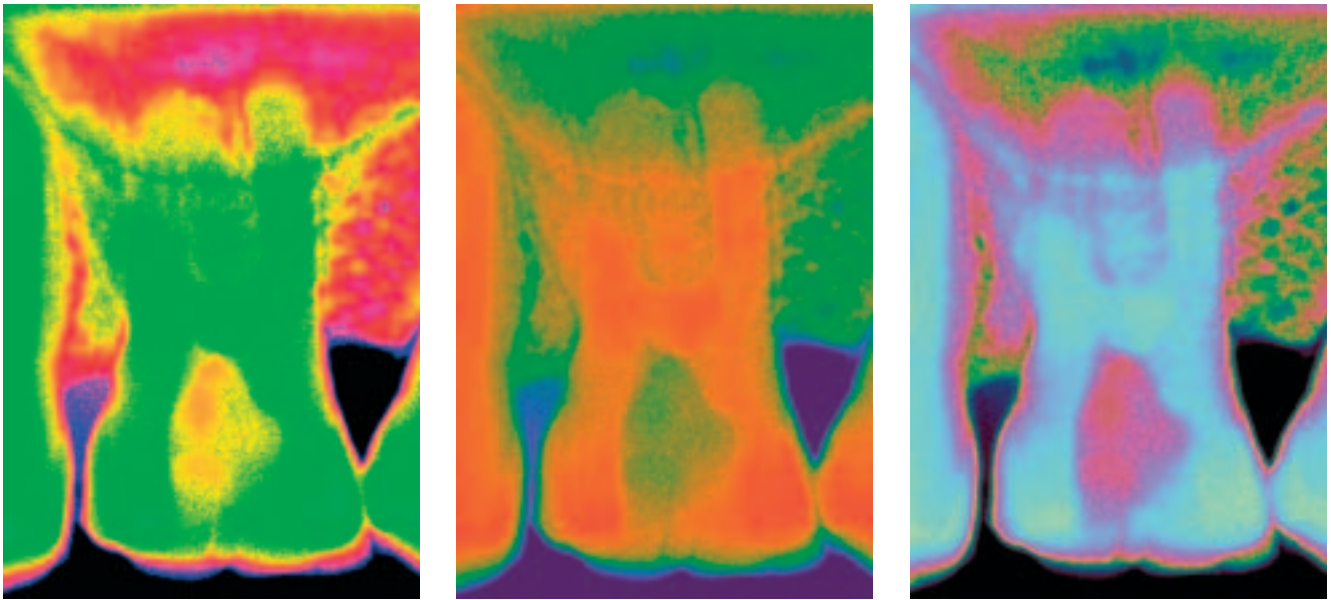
bis c Die Radiographie aus Abbildung 1a wurde ohne die dortigen Annotationen mit Randfarben des RGB-Farbraumes pseudocoloriert (a). Das Ergebnis mit den Verfahren nach Clark und Leonhard⁴ sowie nach Lehmann et al.⁹ ist in den Abbildungen 2b und c dargestellt
